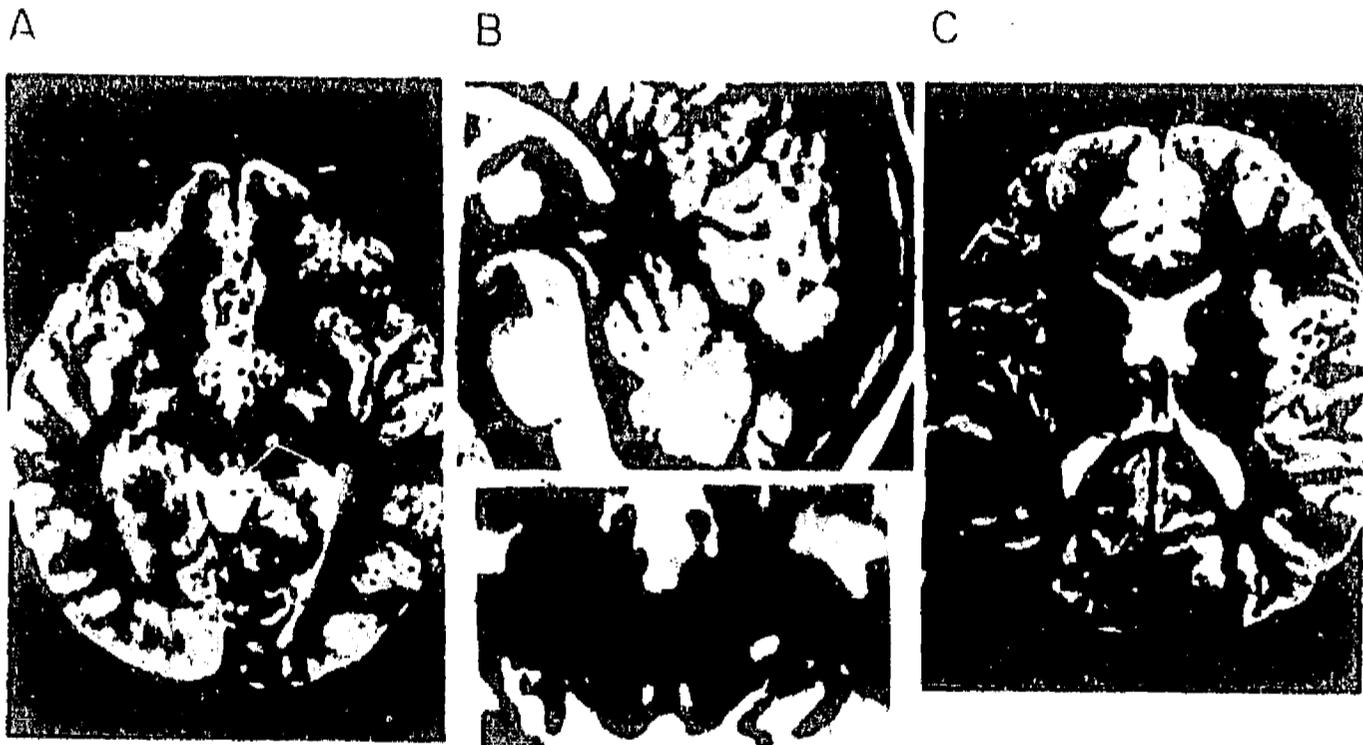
IMAGENES DE RESONANCIA MAGNETICA (MRI TECNICA T2 WEIGHTED) EN EL PACIENTE K7A CON SINDROME IDIOPATICO DE LENOX-GASTAUT Y CON CRISIS COMBINADAS: MIOCLONICAS, TONICAS, AUSENCIAS ATIPICAS Y ESPASMOS INFANTILES.
